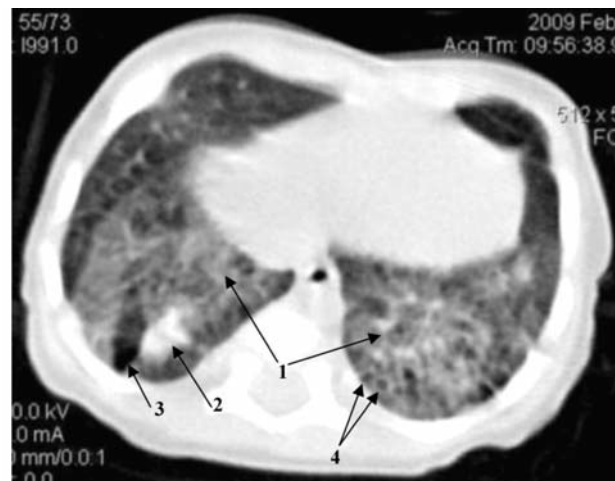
КТ в аксіальній площині недоношеної дитини (гестаційний вік 30 тижнів) з БЛД III ст. у віці 5 міс. життя. Зниження пневматизації легеневої тканини у вигляді "матового скла" в дорзальних зонах з обох боків (1), карніфікація (2), емфізематозна булла (3), тракційні бронхоектази (4).
